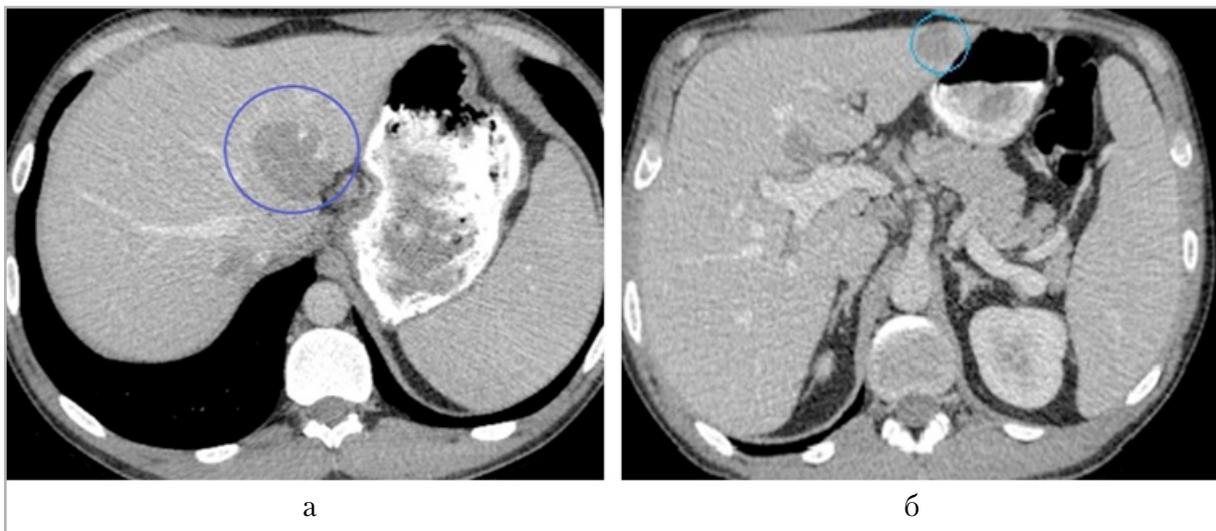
Компьютерные томограммы органов брюшной полости, аксиальная проекция: *а* — очаговое поражение печени гиподенсивно по отношению к паренхиме печени; *б* — аналогичное очаговое образование в левой доле печени
